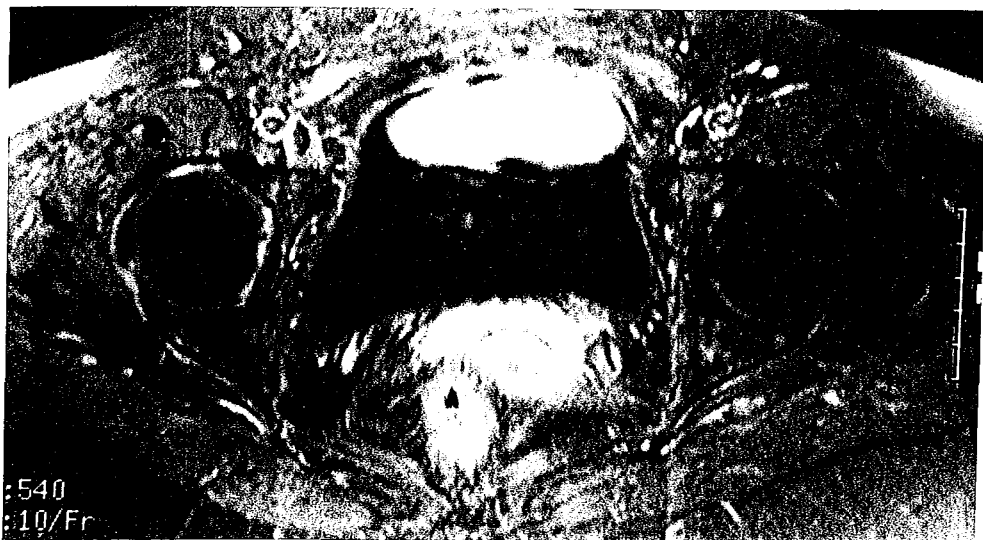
IRM des têtes fémorales d'une patiente présentant un SAPPIT avec douleurs et hyperfixation scintigraphique des hanches.
